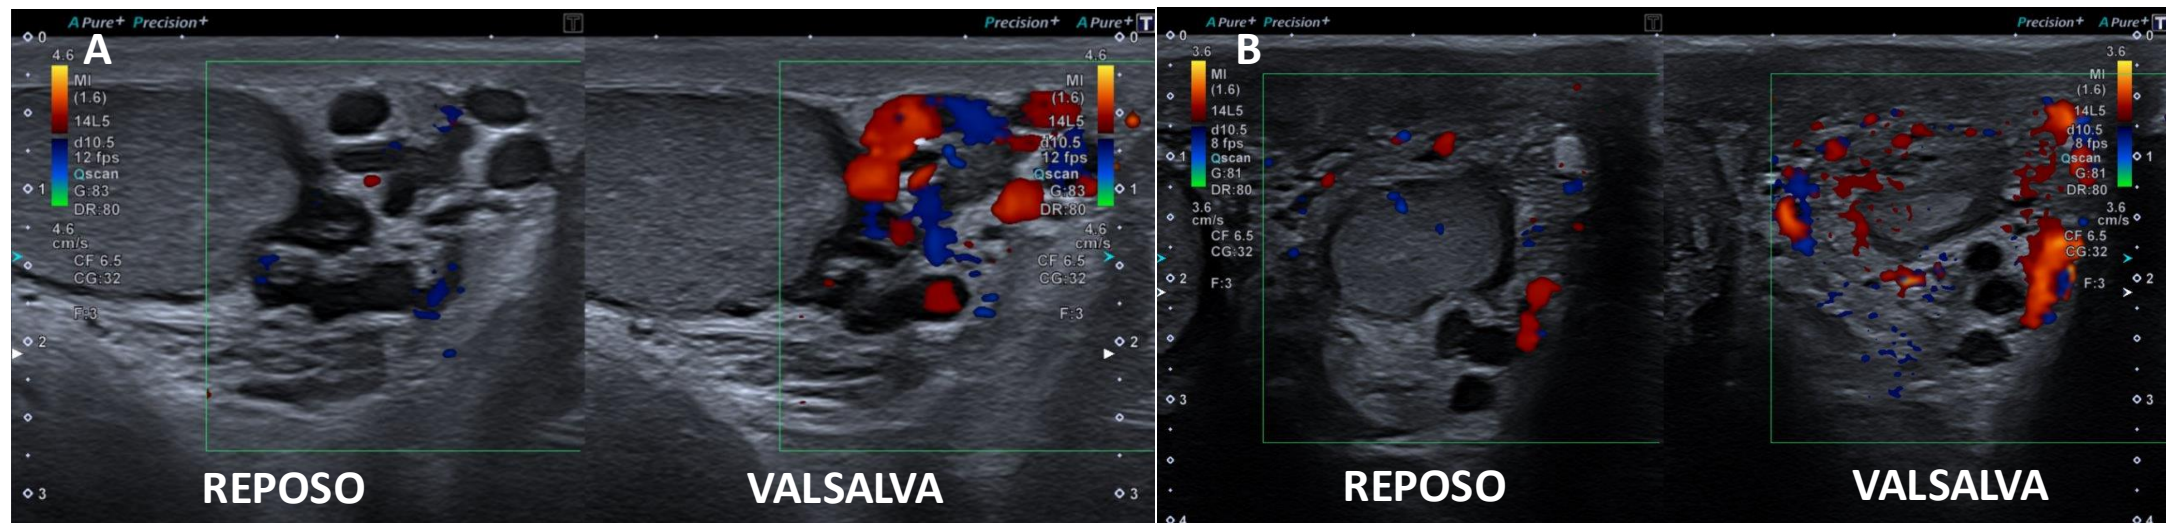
Corte longitudinal (A) y corte transversal (B). En modo Doppler se pide al paciente que realice maniobras de Valsalva, en las que se evidencia un aumento del flujo sanguíneo en los vasos del plexo pampiniforme.
